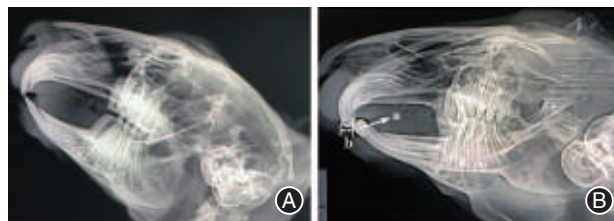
实验组家兔下颌前牙粘接树脂突前后头颅X线图像 A:正常家兔头颅投影侧面观;B:粘接下颌树脂突后家兔头颅投影侧面观, a为下颌前牙处粘接的树脂突, b为树脂突使下颌产生向后2.5 mm的后缩位移。
